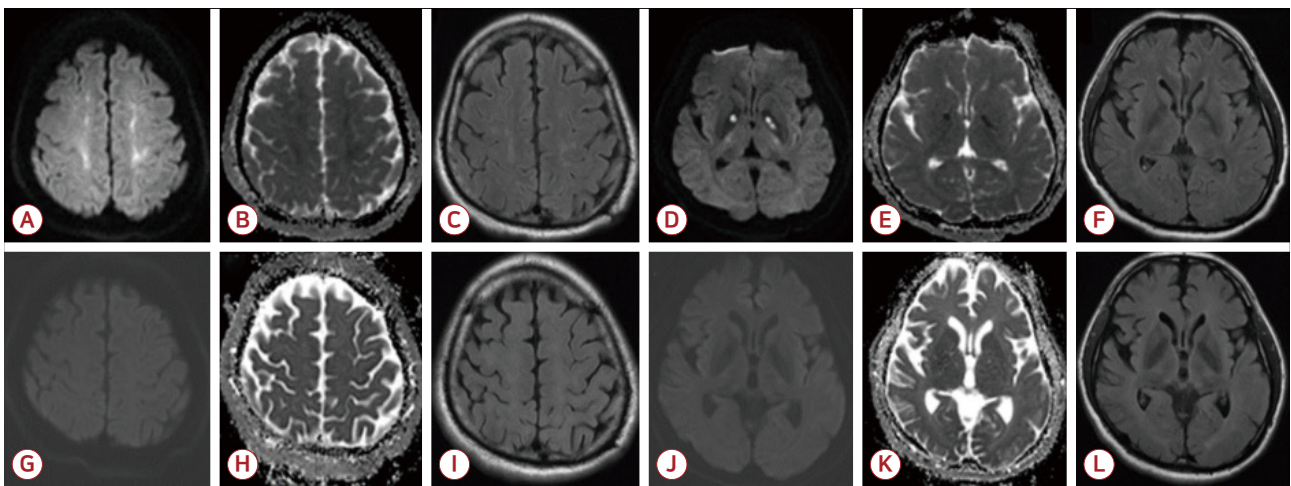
Diffusion-weighted imaging (DWI) shows high signal intensities on apparent diffusion coefficient (ADC) map in bilateral white matter and globus pallidus. Fluid-attenuated inversion recovering imaging (FLAIR) was normal. DWI and ADC and FLAIR at 6 months follow up (G-L) shows complete resolution of the previously observed lesions. (A, D, G, J) DWI. (B, E, H, K) ADC. (C, F, I, L) FLAIR.
